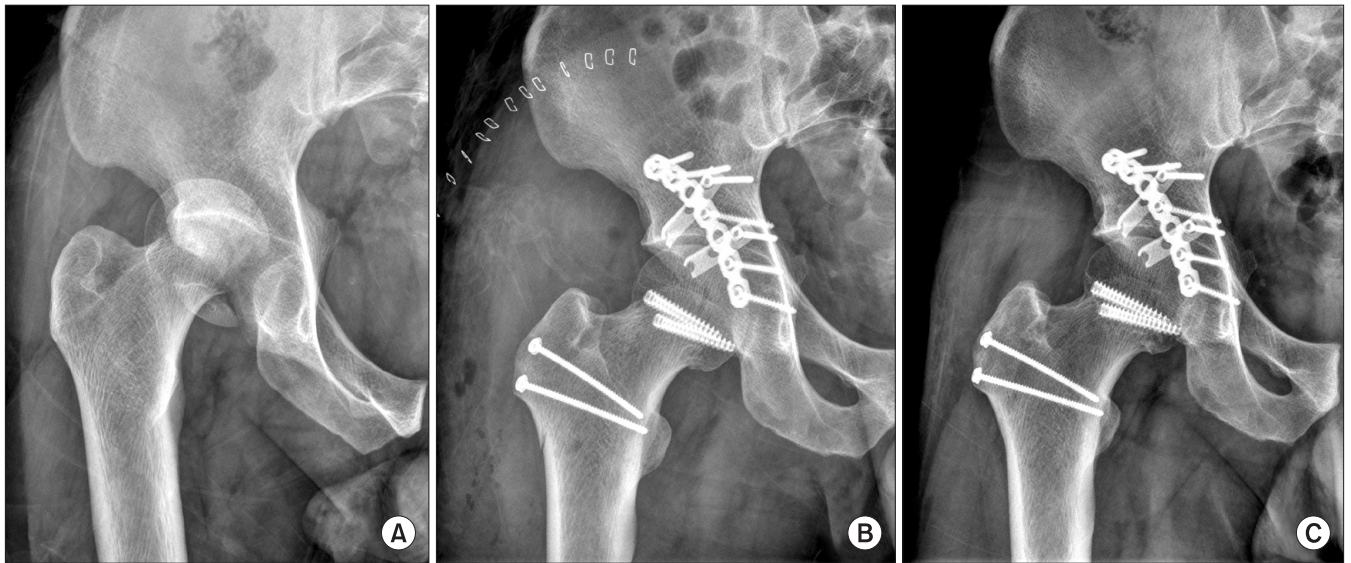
(A) Preoperative anteroposterior pelvic radiograph of a 33 year-old male shows the femoral head fracture of Pipkin type IV. (B) Postoperative radiograph shows an anatomic reduction and internal fixation with headless screws, spring plates. (C) Radiograph obtained at postoperative 23 months shows union of the fracture and osteotomy site. There is no evidence of avascular necrosis of the femoral head or posttraumatic osteoarthritis.
